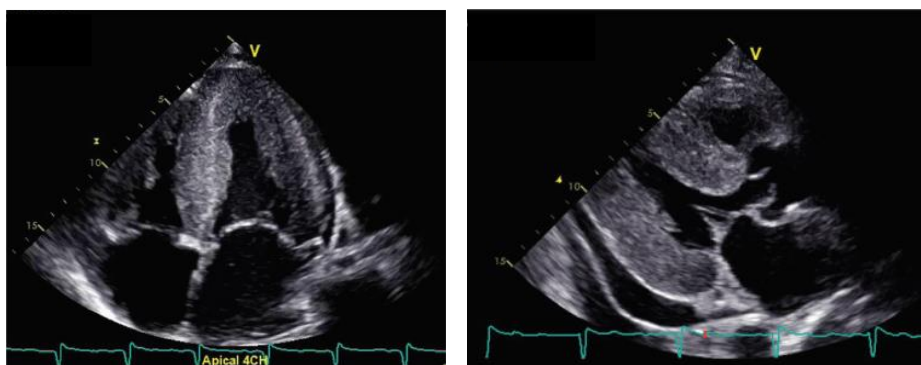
Ecocardiograma de um doente com amiloidose cardíaca. Retirado de Rubin et al. (24)
